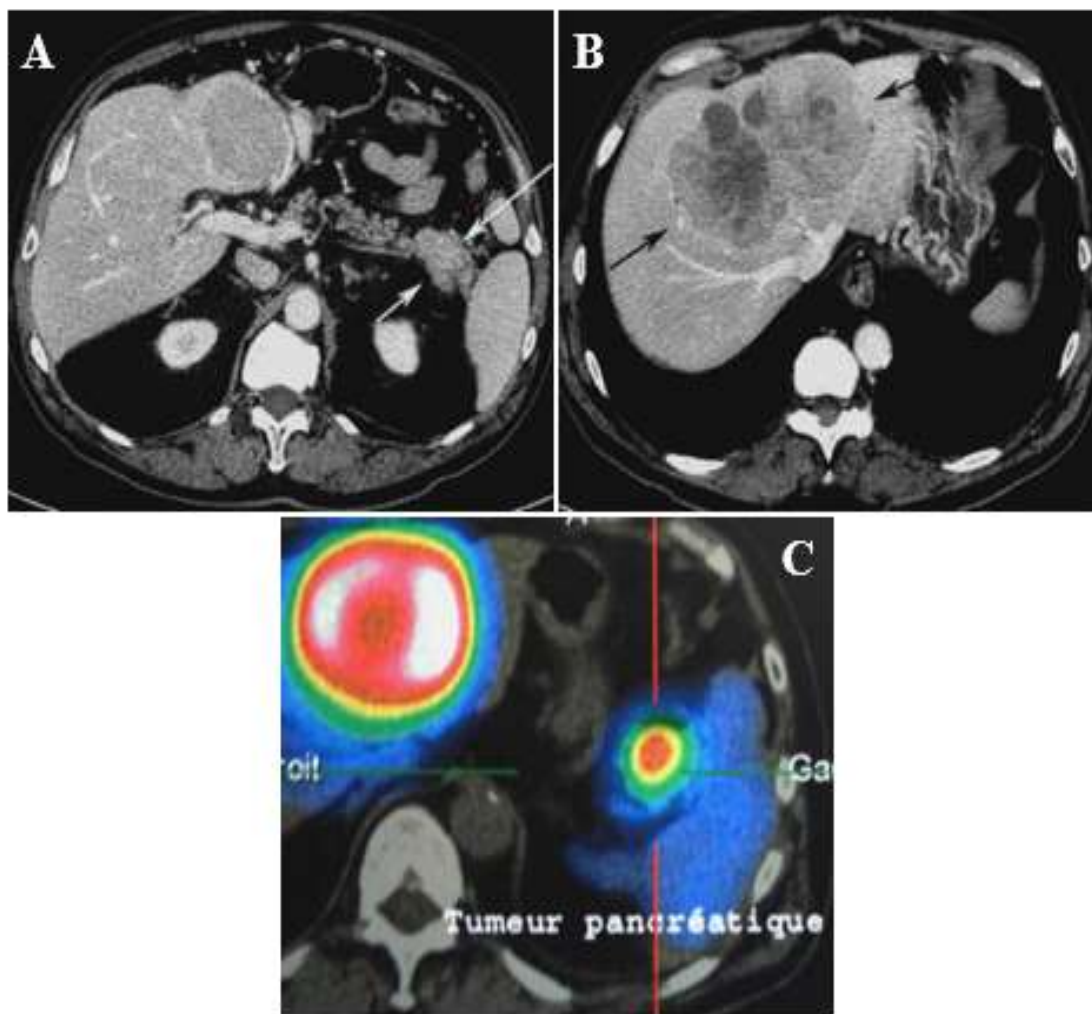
Masse pancréatique (flèches blanches) associée à des métastases hépatiques (flèches noires). (A et B : TDM après injection d'un produit de contraste iodé, C : scintigraphie à l'Octréoscan montrant la fixation des différentes lésions) [64].
